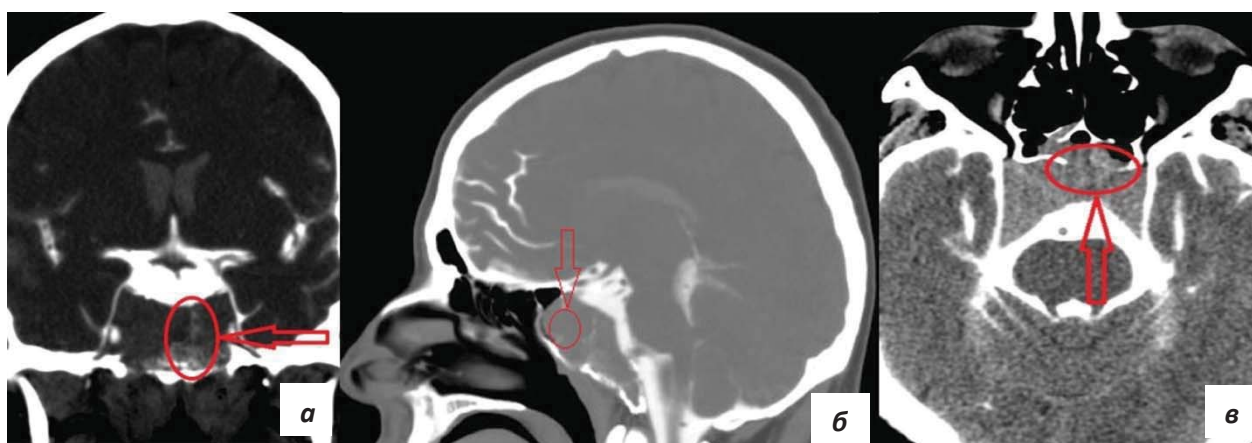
Пациент Т. 30 лет. Спонтанно развилась назальная ликворея. По данным КТ-цистернографии (*а*-фронтальная, *б*-сагиттальная, *в*-аксиальная проекции) визуализирована ликворная фистула в области разрушенного дна турецкого седла опухолью, полость основной пазухи полностью заполнена опухолевыми массами. Проводилась пластика дефекта основания черепа аутоматериалами. Далее, через месяц после операции начата терапия каб с положительным эффектом.
